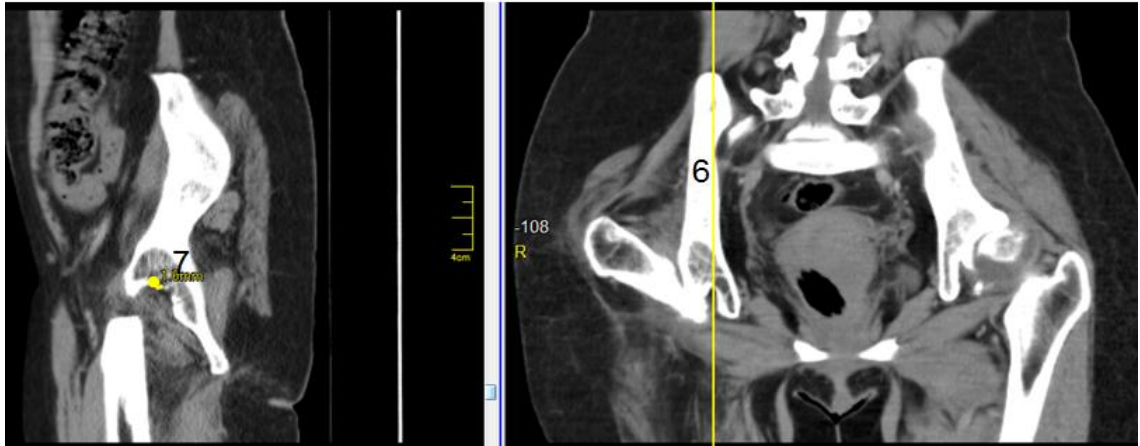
МСКТ-слайсы в прямой и боковой проекциях на уровне правой вертлужной впадины (пояснения в тексте)
